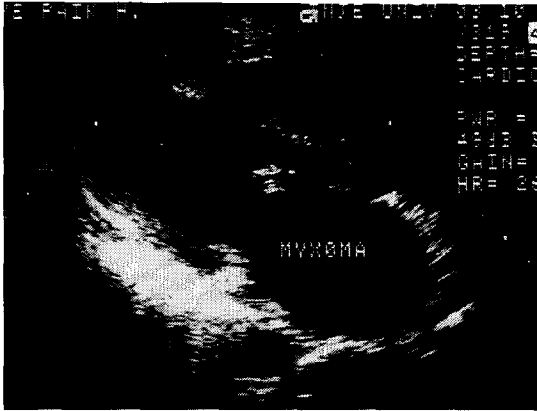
타병원에서 실시한 심장 초음파 사진.
